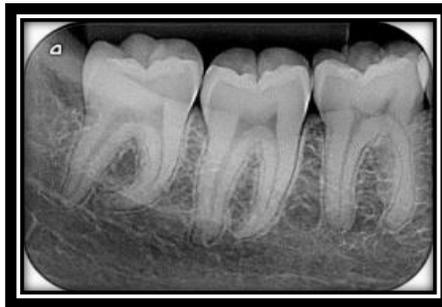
Radiografía periapical zona de molares inferiores derechos.¹⁸
